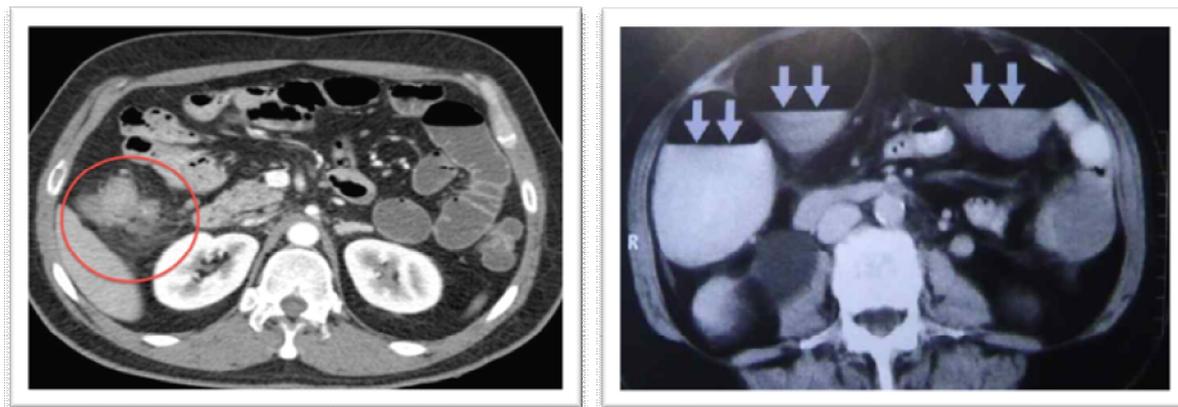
Компьютерная томография у больного осложненным раком толстой кишки
